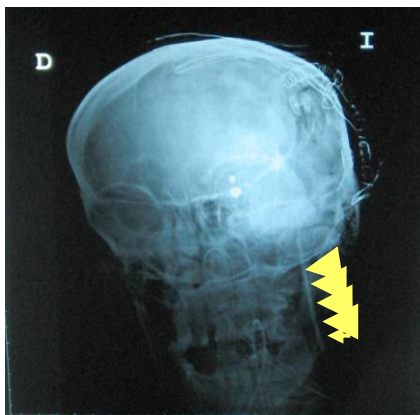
Radiografía cervico-craneal antero-posterior mostrando la ubicación del catéter para las determinaciones de saturación yugular.
